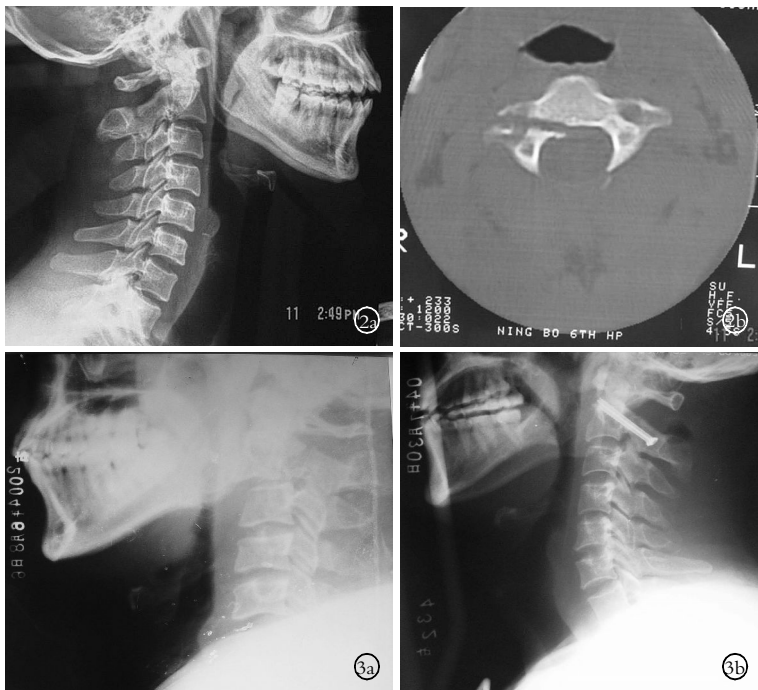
I a 型 Hangman 骨折 2a.X 线片显示枢椎椎体增宽 2b.CT 示骨折线不对称
